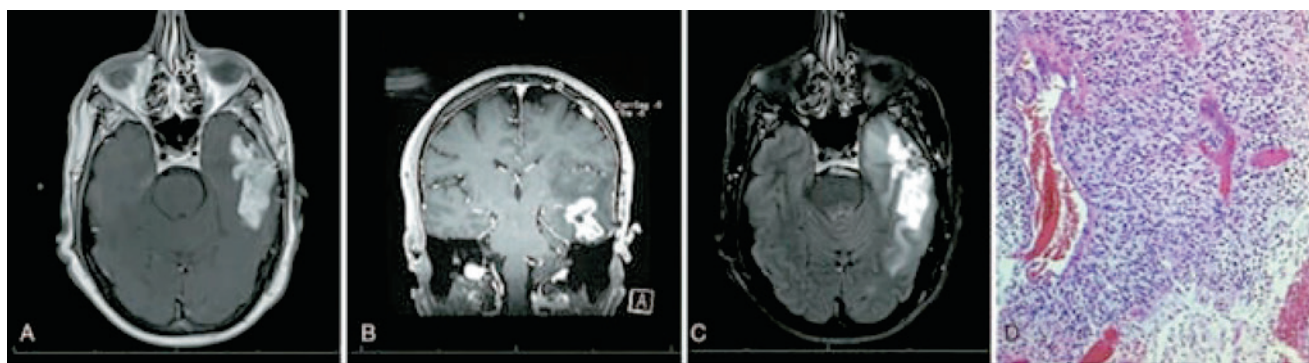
МРТ пациента 60 лет с поражением левой височной доли.
